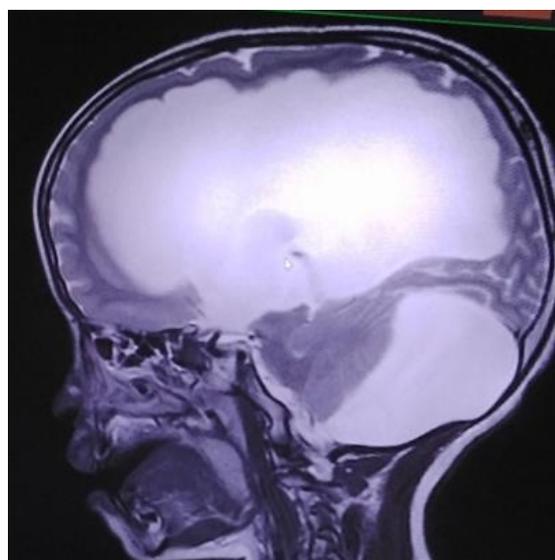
IRM cérébrale, coupe sagittale spin écho T2
